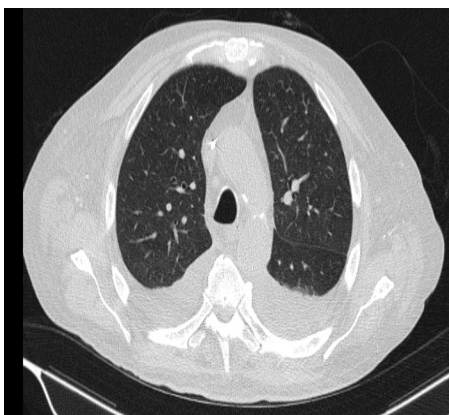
TC torácica si contraste. Derrame pleural bilateral.
